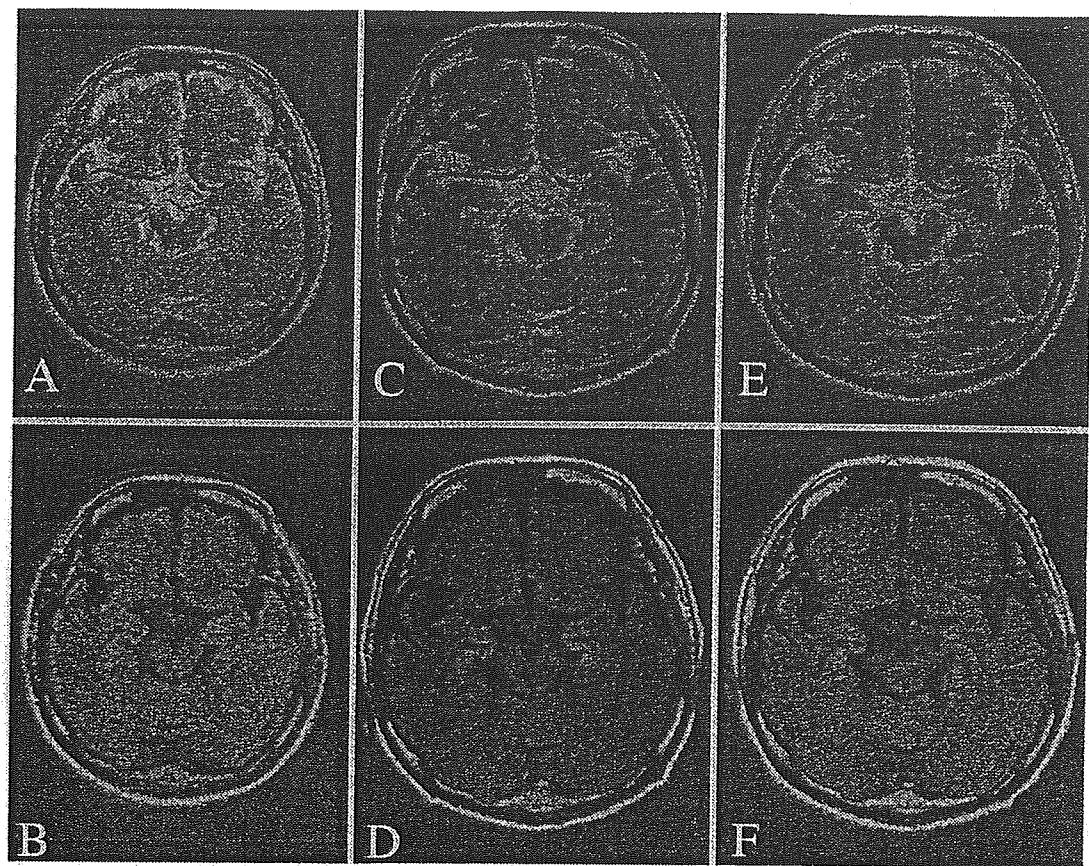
頭部MRI画像の経時的变化(上段はT2強調画像、下段はFLAIR画像)
